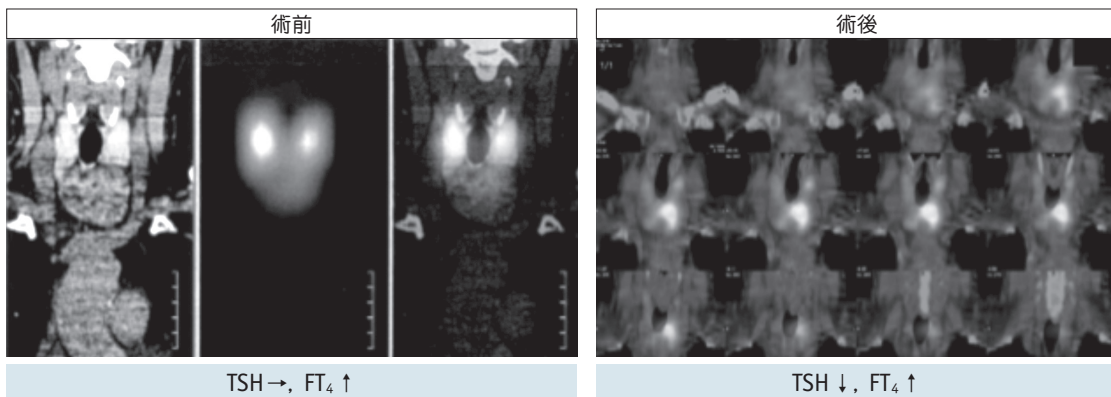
TSHoma術前(左, ^{99m}TcO₄)・術後(右, ¹³¹I)の甲状腺SPECT/CT像
